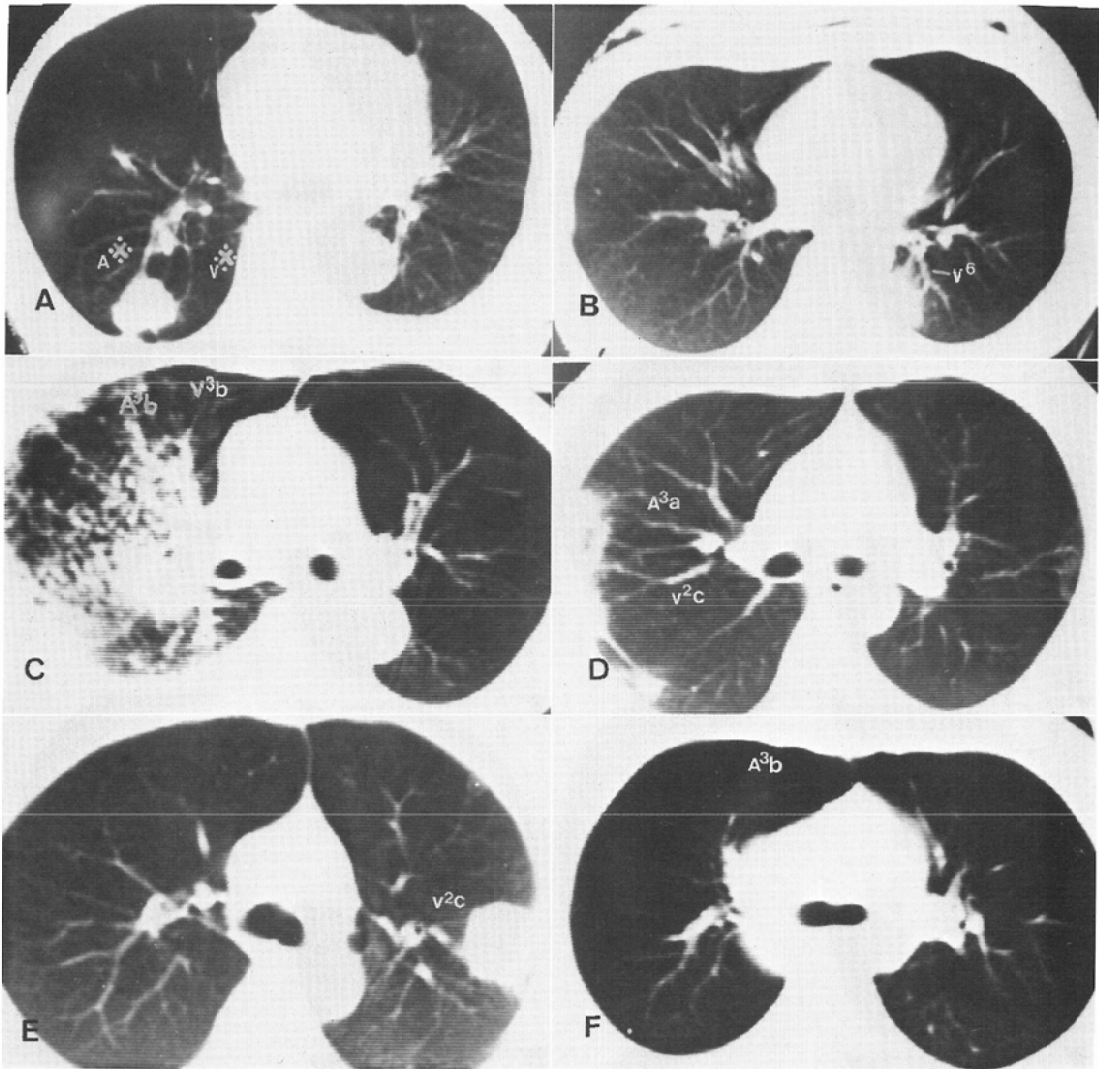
CT findings in abnormal vessels.
